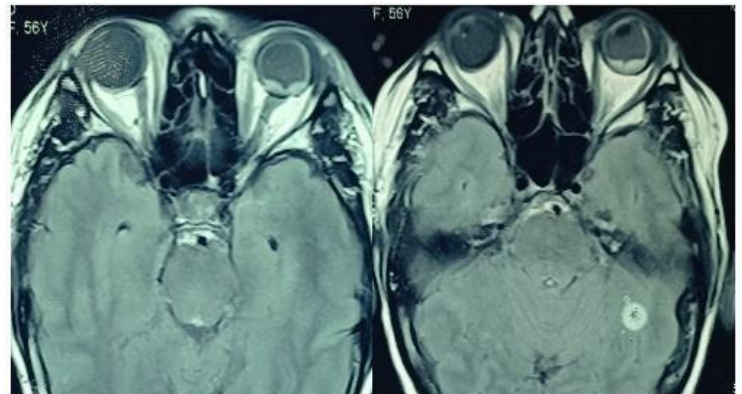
Resonancia magnética con imagen sugestiva de absceso orbitario en el ojo izquierdo.
